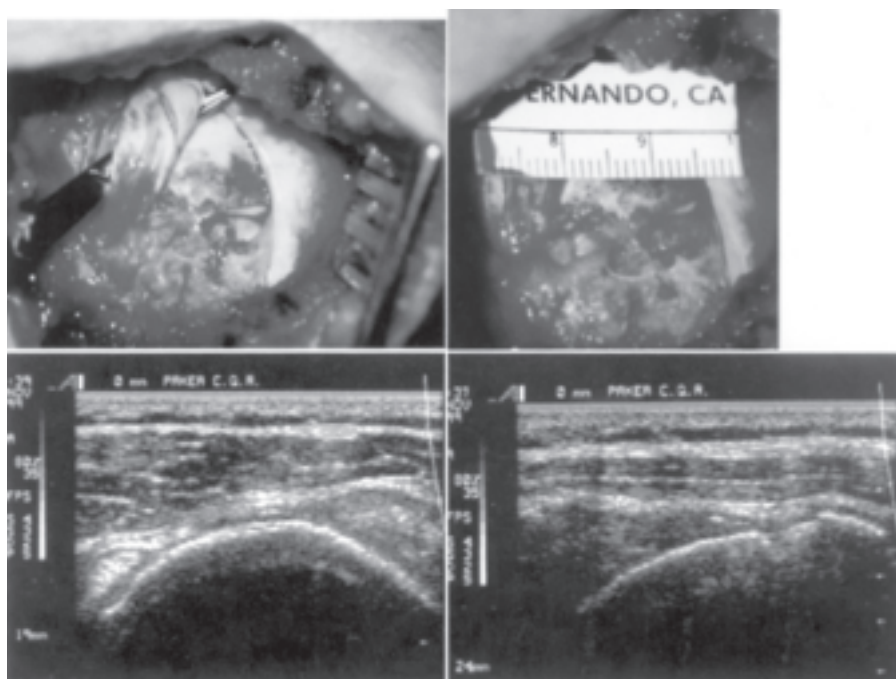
Fotografía de la intervención quirúrgica (a) de una lesión combinada, que comienza adyacente al tendón del biceps, y que expone el cartílago auricular. Medición de la misma (b) en el plano transversal de 18 mm. Ecografía de la misma lesión, con medición de 19 mm en el plano transversal (c) y de 24 mm en el longitudinal (d).
